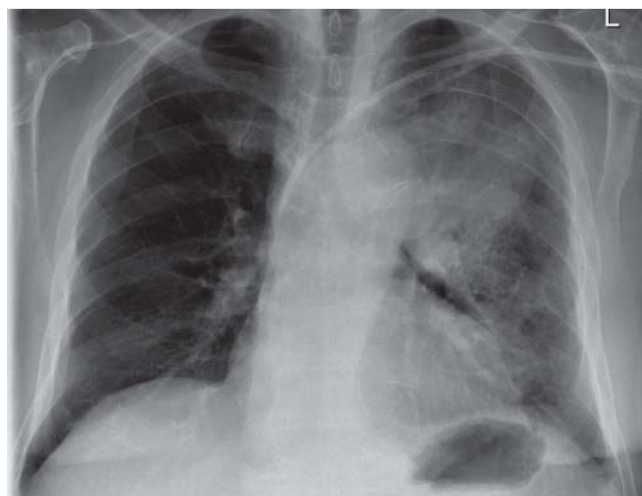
Röntgenbild mit Pneumoperikard (Pfeil).
